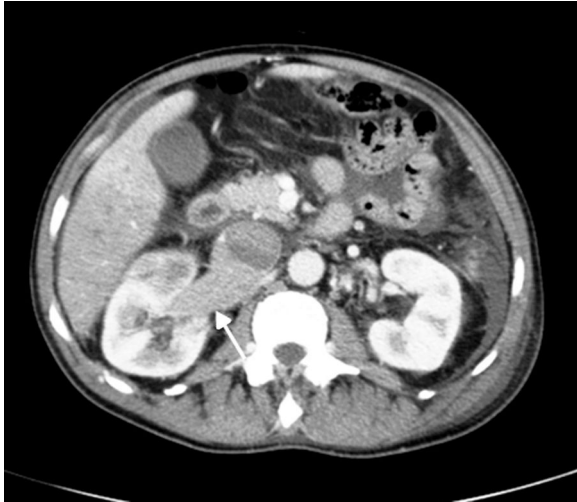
TC toraco-abdominal que muestra el trombo tumoral invadiendo la luz de la vena cava inferior (flecha blanca).
